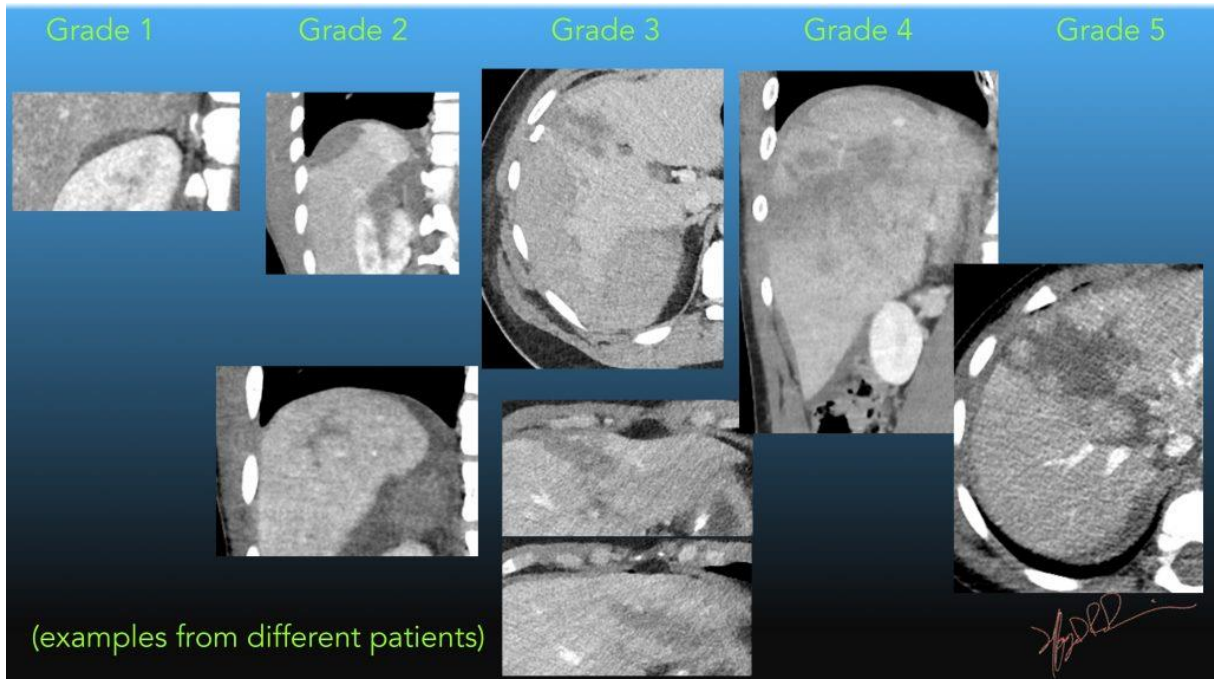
Classificação de lesão hepática traumática pela AAST - achados radiológicos na tomografia computadorizada. Fonte: AAST Liver Injury Scale 2018 revision | UW Emergency Radiology (washington.edu)
